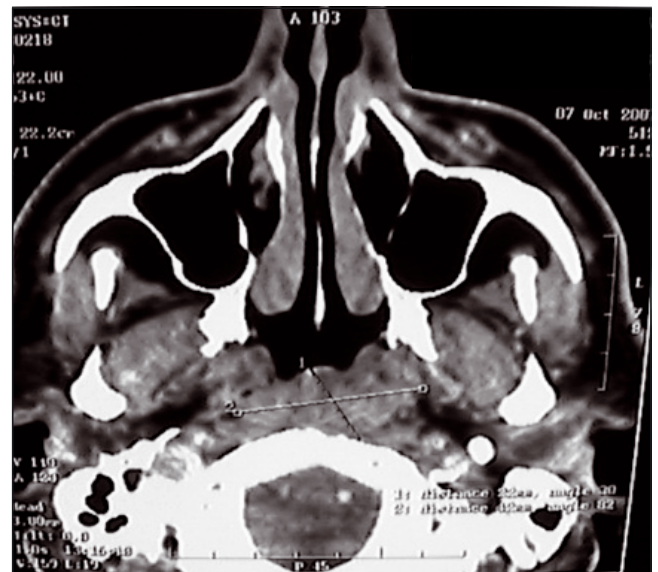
CT-scan : envahissement de la région parapharyngée et du cavum.
